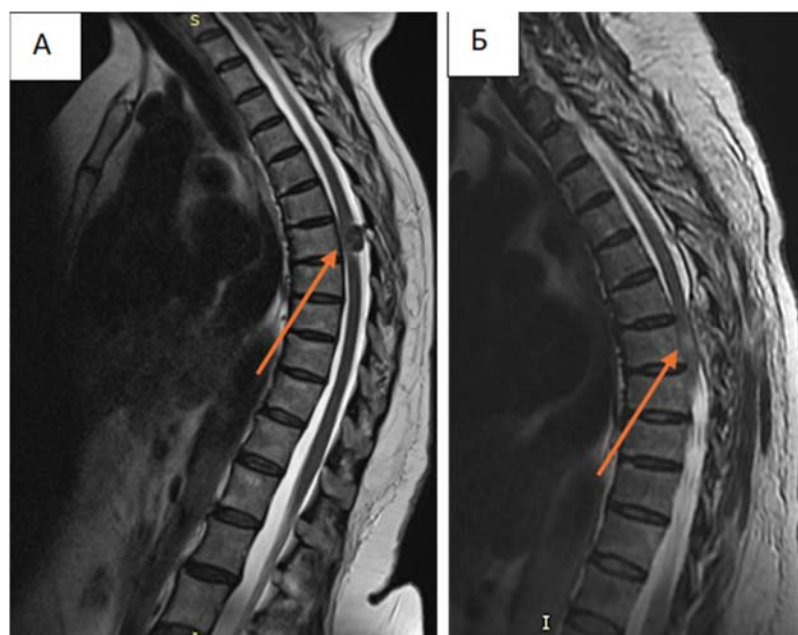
МРТ – Изображения сагиттальные в режиме T2 до (А) и после хирургического удаления опухоли (Б) показывают наличие опухоли и сформировавшийся очаг миелопатии
